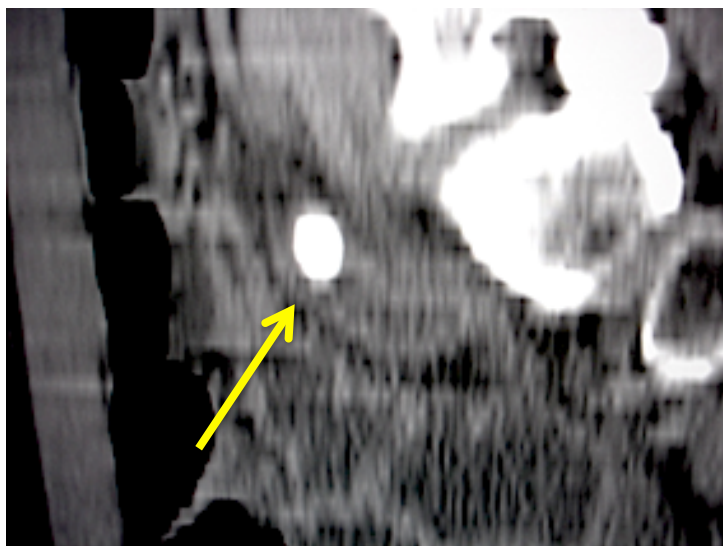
(TC) Tomografia computadorizada mostrando fecalito no interior do apêndice.
